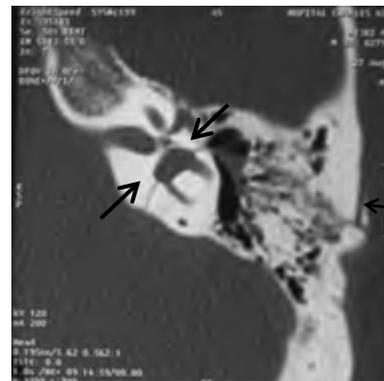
(TDM, coupe axiale) :
